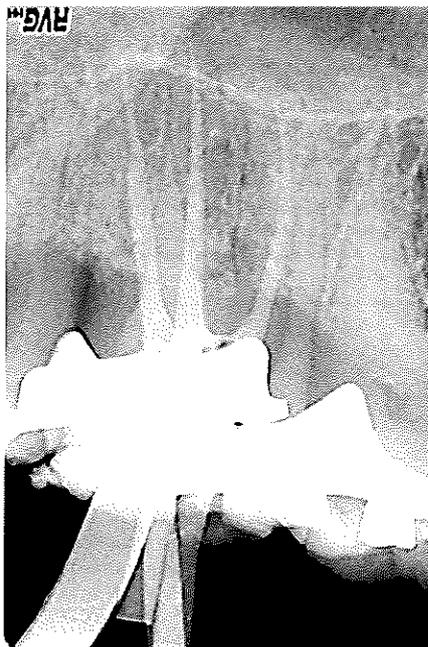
radiographie d'une butée sur une dent n°17.*
